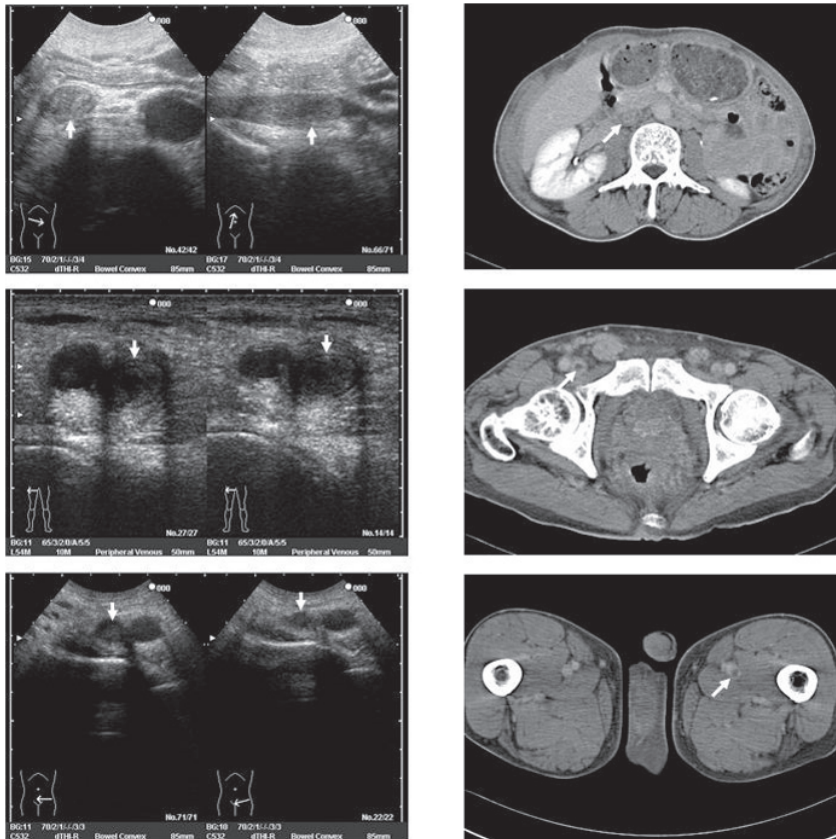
Echograms and computed tomography scans on admission.
